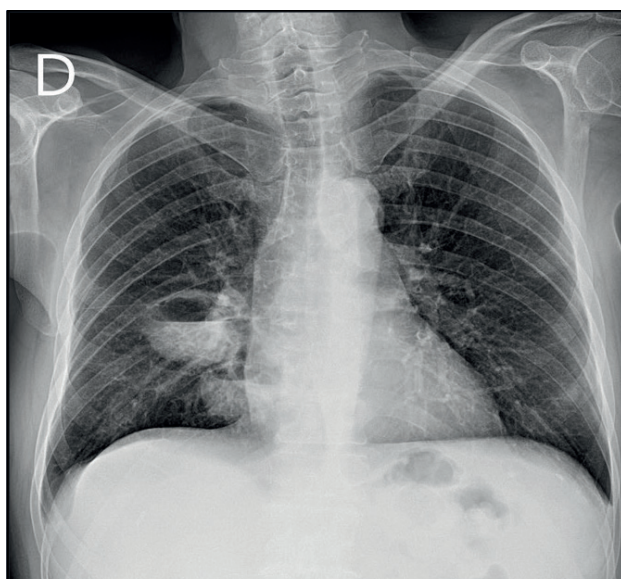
Radiografía simple de tórax postero anterior. Se aprecian dos lesiones cavitadas con nivel hidroaéreo en su interior
